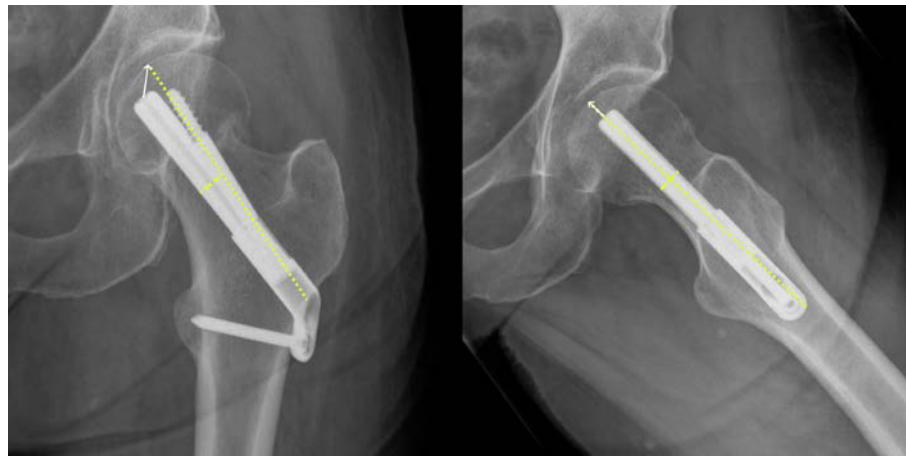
Postoperative Röntgenbilder in beiden Ebenen
